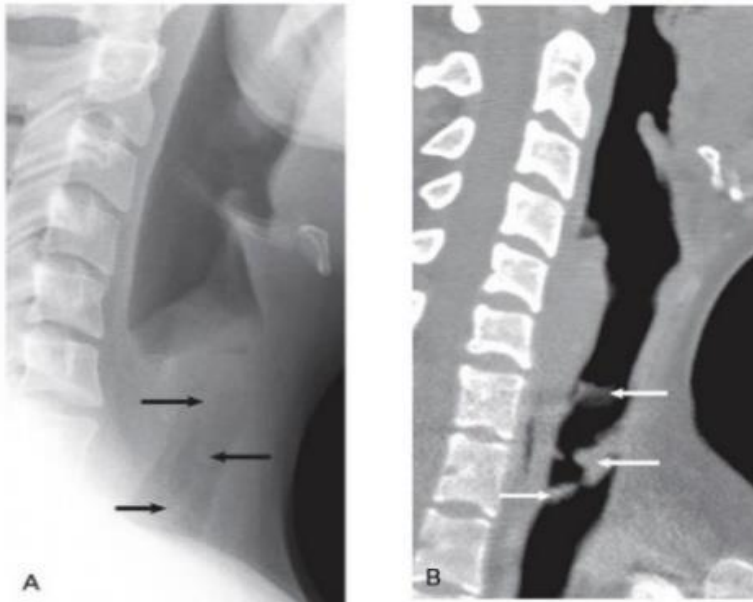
Membranous croup. A, Multiple irregular membranes (black arrows) are present in the subglottic airway seen on plain-film radiography. B, These sloughed membranes (white arrows) are confirmed on sagittal reformatted computed tomography.
